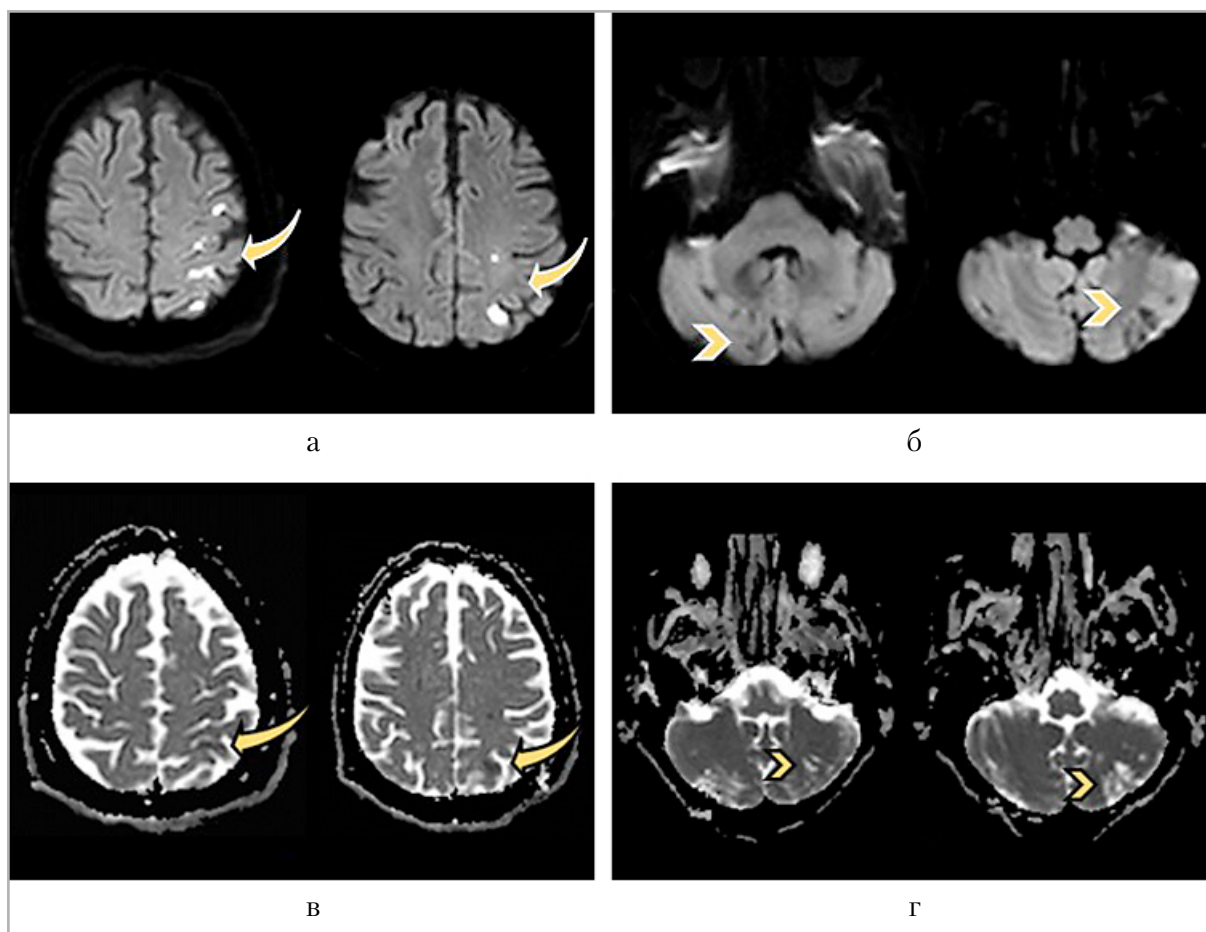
Диффузионная магнитная резонансная томография. Аксиальные снимки импульсной последовательности DWI (а и б) и построенные карты измеряемого коэффициента диффузии (в и г). В наружной пограничной сосудистой зоне (называемой «водораздел») левой большой гемисферы мозга группа острых ишемических инфарктов в виде кортикальных и субкортикальных очагов истинного ограничения диффузии (стрелки на снимках а и картах в), а также постинфарктные лакуны в гемисферах мозжечка, визуализируемые как очаги облегченной диффузии (б и г, указатели)
